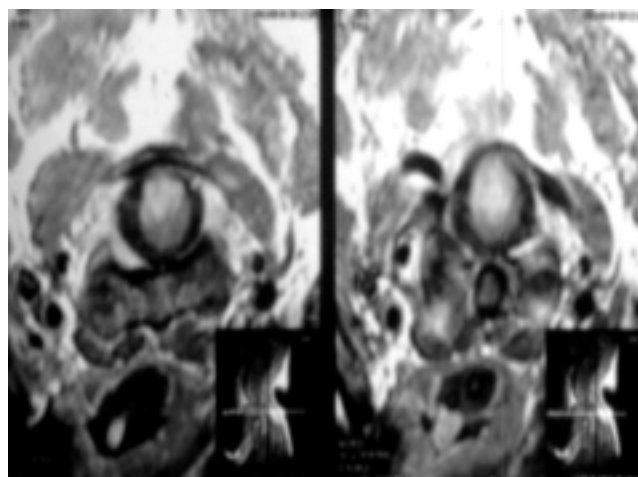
IRM con gadolinio corte axial muestra lesión cervical alta y ensanchamiento medular.
